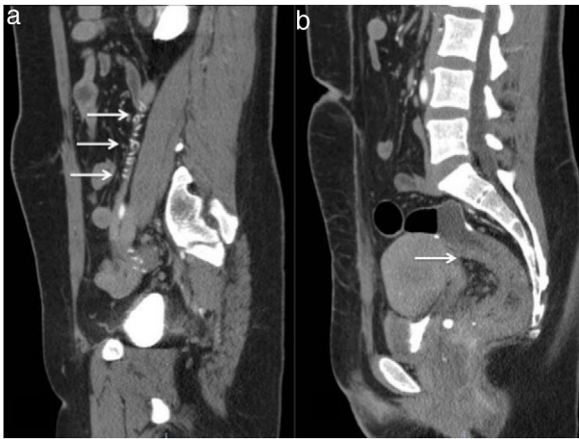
Corte sagital de una tomografía computarizada, donde se observa: a) la tortuosidad del vaso sanguíneo; b) presencia de engrosamiento de la pared rectal por debajo de la anastomosis íleo-rectal y flebolitos en fondo de saco.
